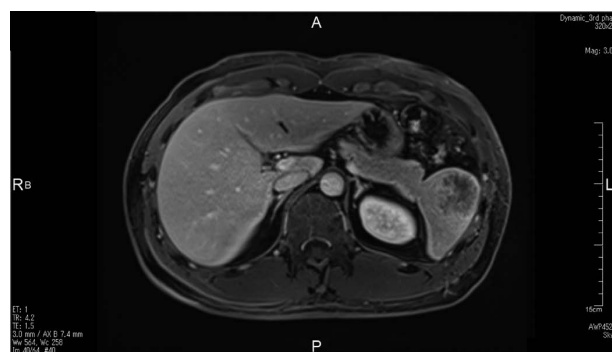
脂肪抑制腹部造影T1WI MRI門脈相(X+1年5月)
